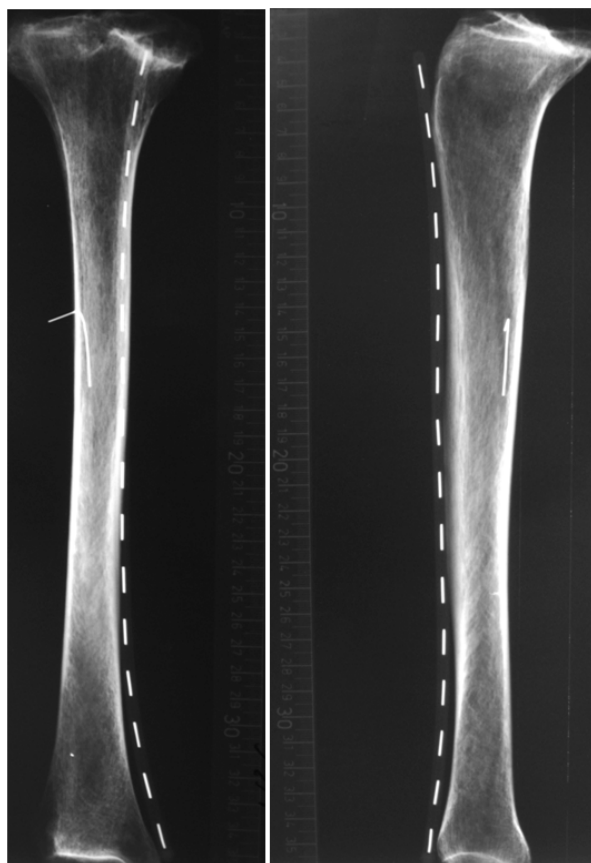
Рентгенограммы «короткой и широкой» большеберцовой кости в прямой и боковой проекциях с рентгенконтрастной меткой в канале а. nutriticia tibialis и плоскости морфометрических исследований.
